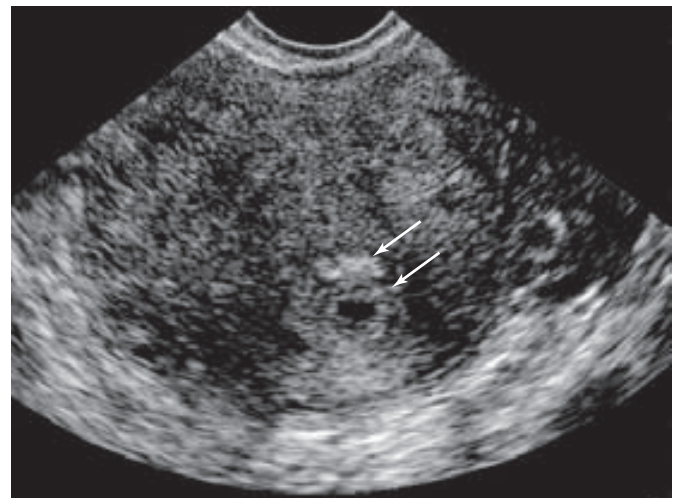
Ecografía transvaginal que muestra el signo de doble contorno decidual. Las dos capas ecógenas concéntricas que rodean al saco gestacional anecoico, se originan de la decidual capsular interna (flecha) y la decidual parietal periférica (flecha). (Cortesía de la Dra. Elysia Moschos.)
